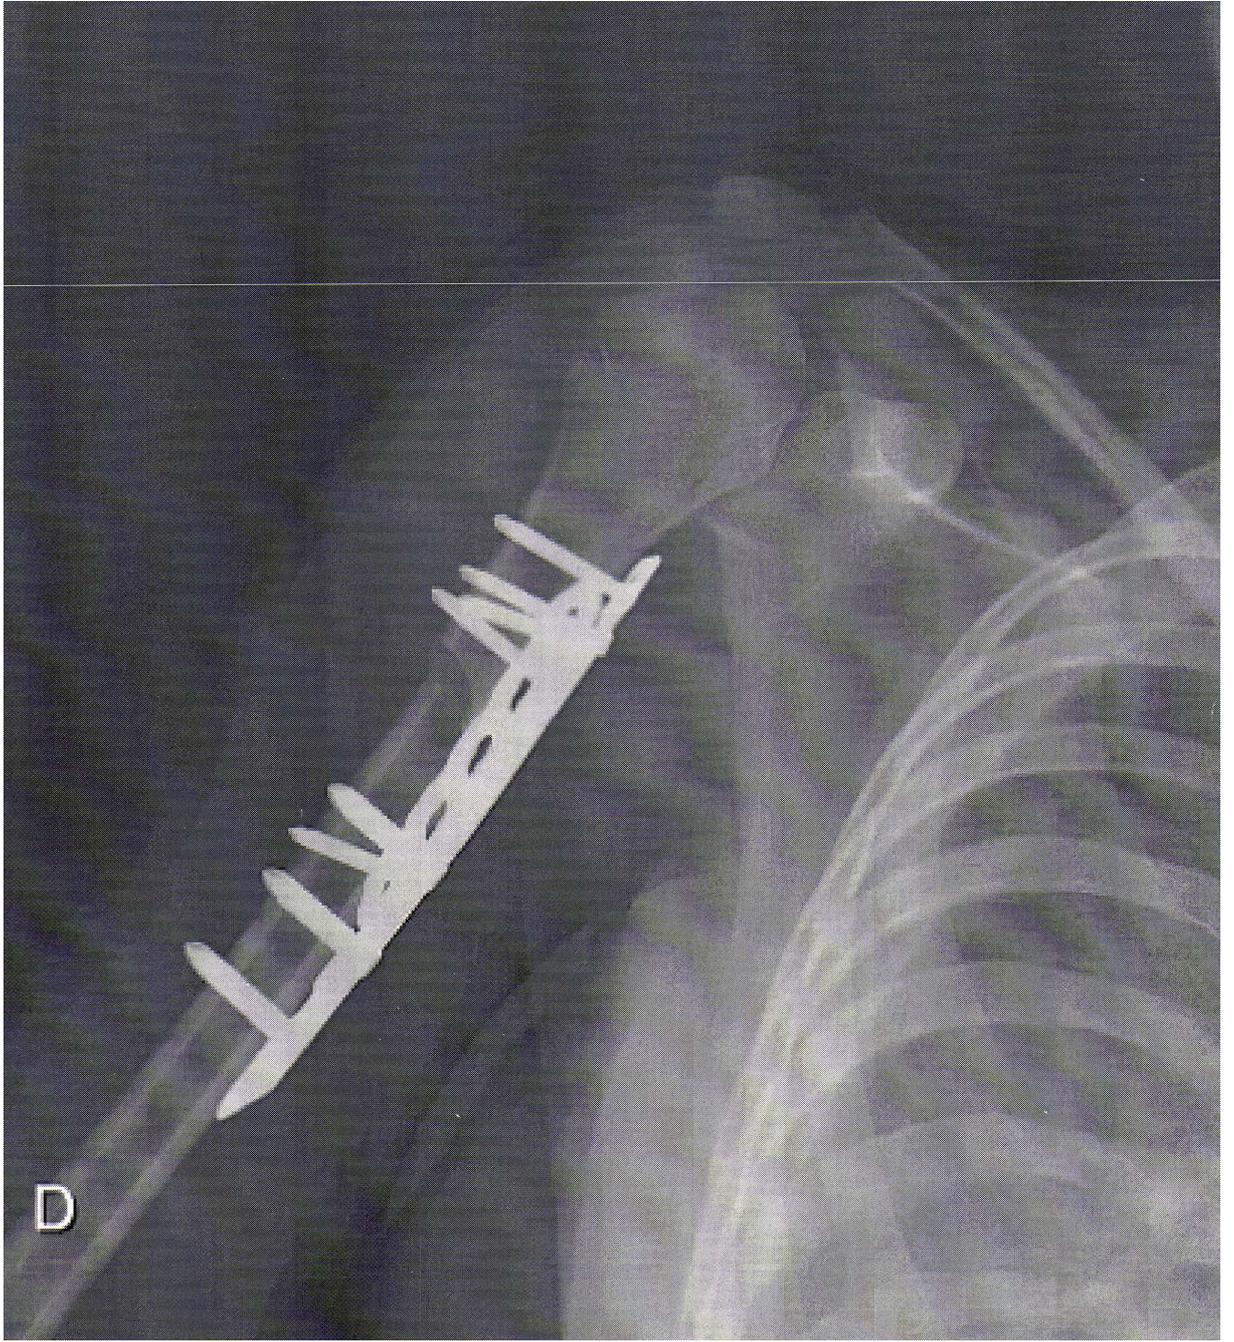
radiographie de l'humérus droit de face
